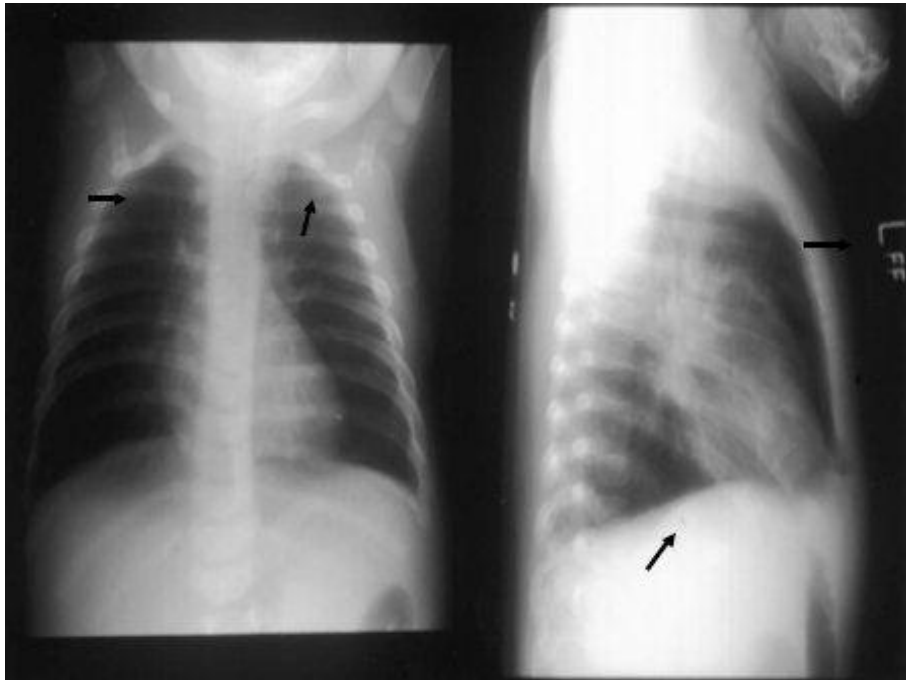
Radiografía de Tórax con Asma Bronquial
